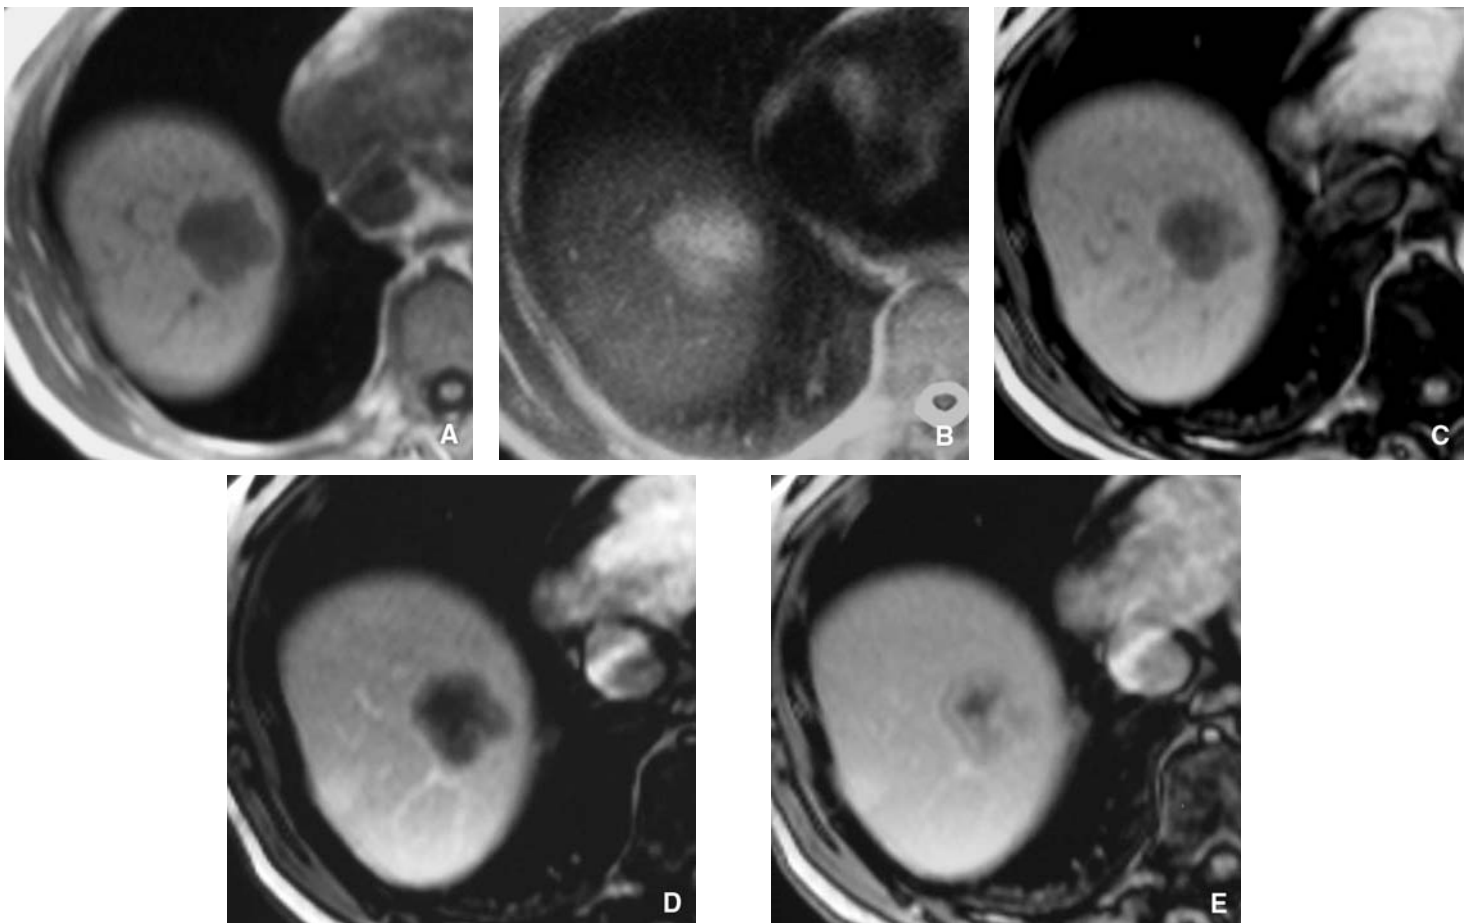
Hémangiomes hépatiques géants en IRM.
